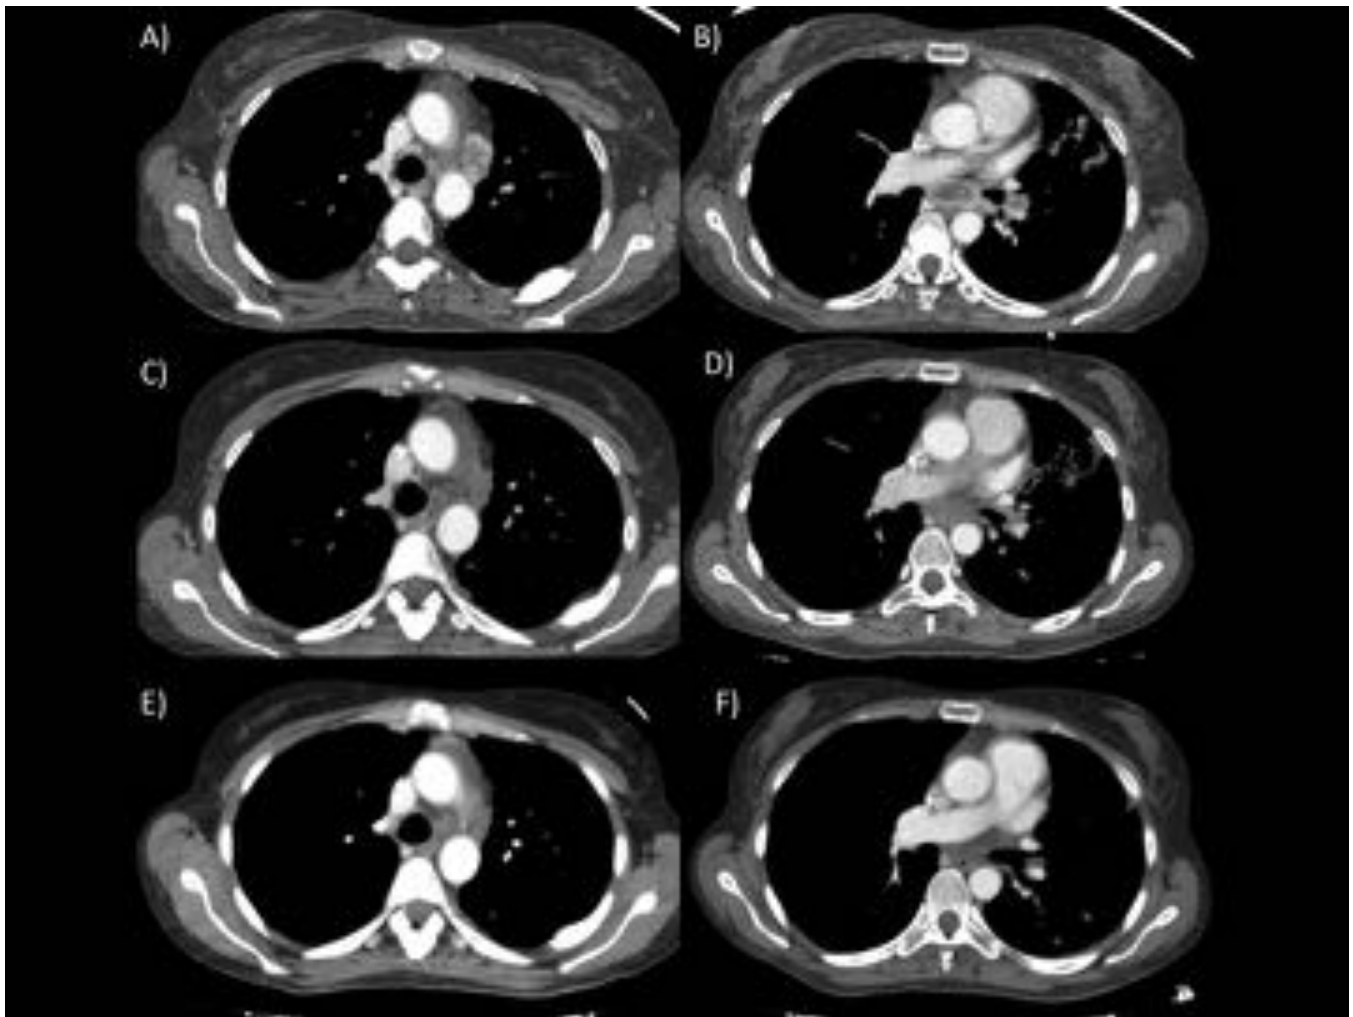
TC torácico con CIV en mujer de 32 años con adenocarcinoma de pulmón en estadio IV. A) TC screening: Adenopatías en ventana aortopulmonar, subcarinal e hilar izquierda con realce periférico y necrosis central. B) TC 6ª semana: Disminución en tamaño y atenuación de las adenopatías y ausencia de realce periférico. C) TC 12ª semana: Estabilidad de la enfermedad con tendencia a la disminución en tamaño y atenuación de las adenopatías.
